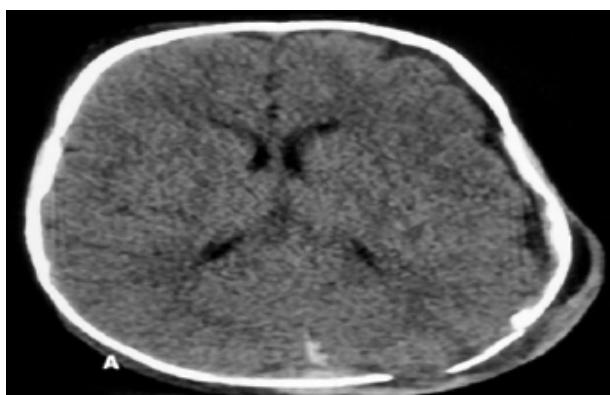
A) Tomografía de cráneo que muestra FEC parietal posterior
